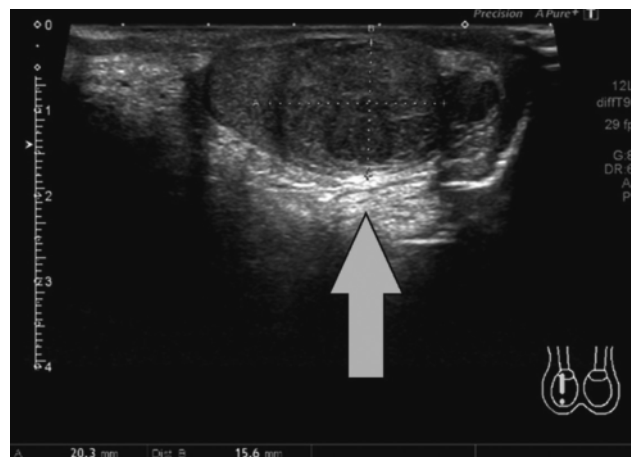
Ultrasonography of the right testis shows a heterogeneous mass 20.3×15.6 mm in size.
